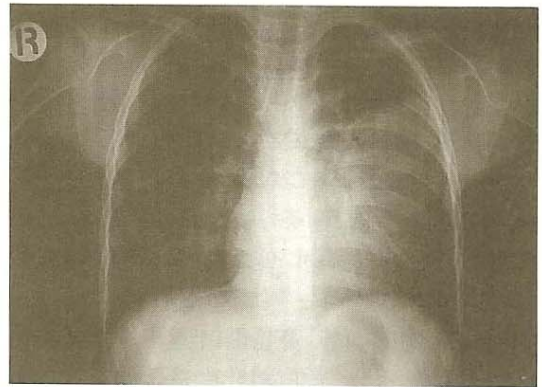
Chest X-ray showed pneumonic consolidation of Rt. upper lobe, lingular division.
